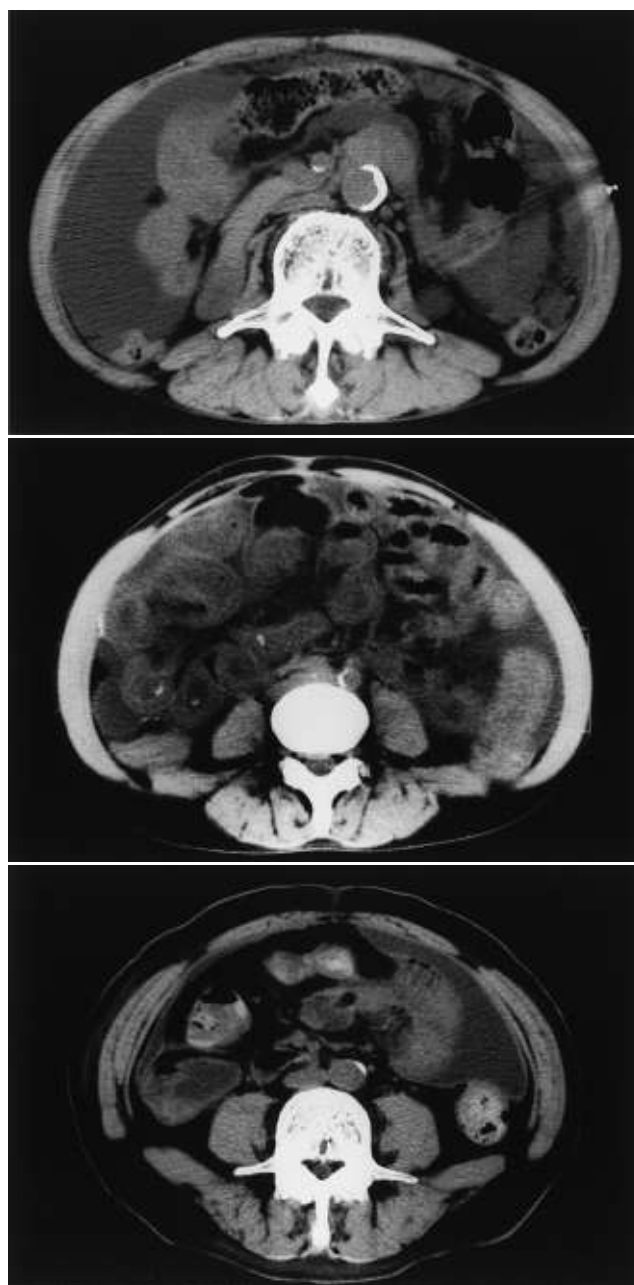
Findings of abdominal CT in patients who developed EPS after PD withdrawal
